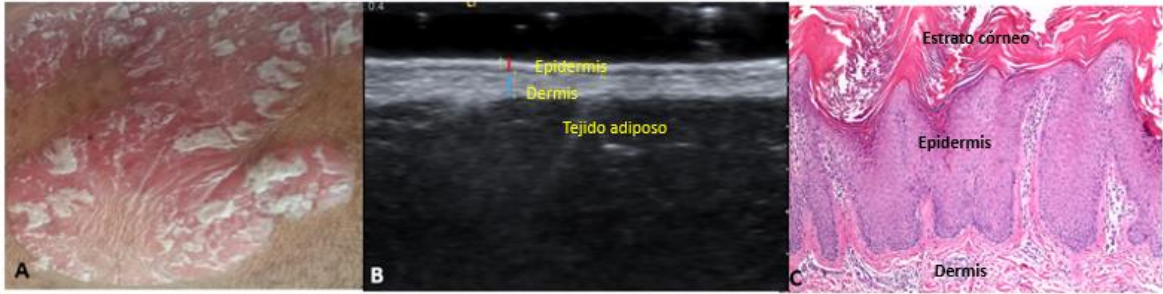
Fotografías que muestran la evaluación inicial de la placa psoriática en cara posterior de brazo derecho: A) clínica. B) Ultrasonográfica con espesor de epidermis de 2.8mm y dermis de 3.3mm. C) corte histológico de piel teñido con hematoxilina-eosina (10x) con espesor de epidermis de 2.5 y dermis de 3.5mm
